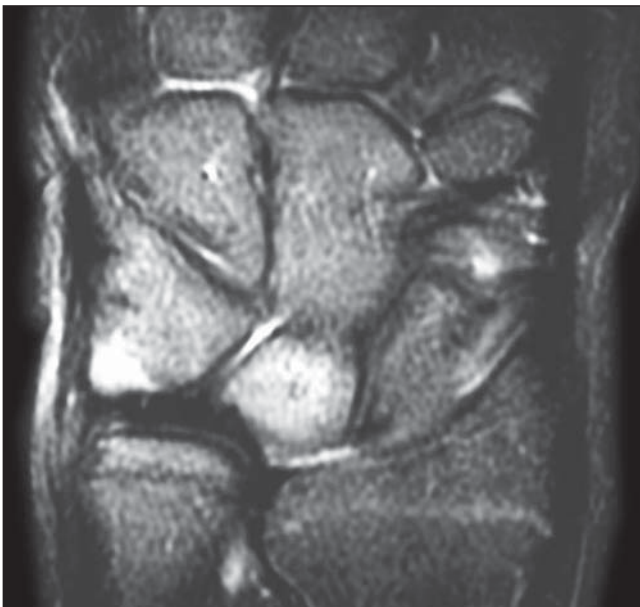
Imagem coronal de ressonância magnética ponderada em T2 com saturação de gordura.
